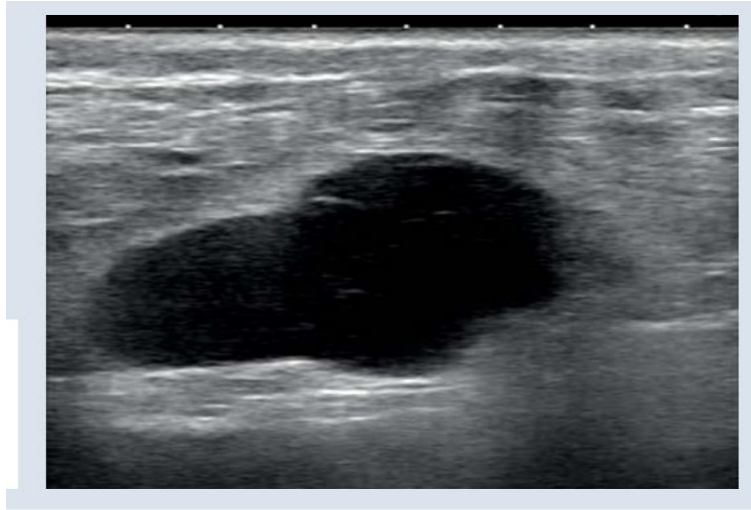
échographie d'une adénopathie axillaire métastatique
